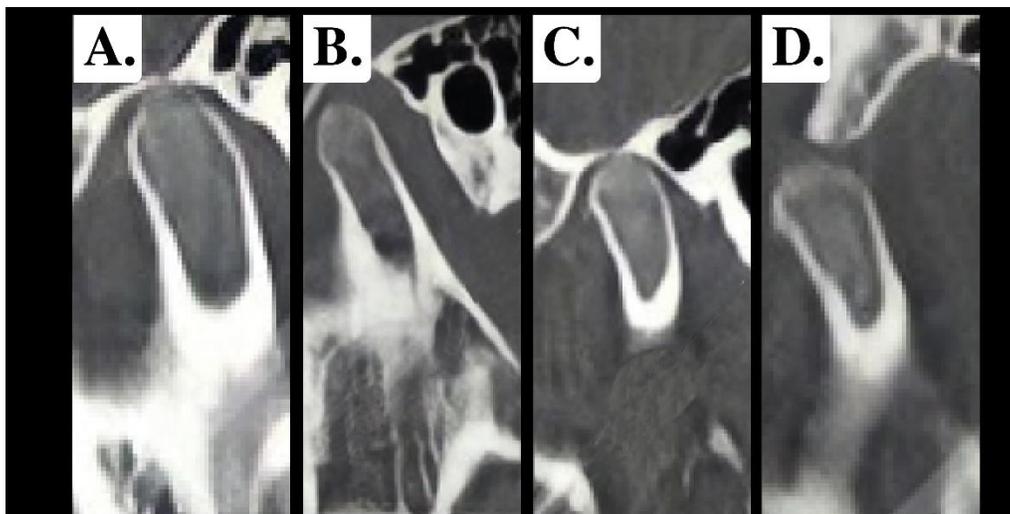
Tomografía Computarizada De Haz De Cono
